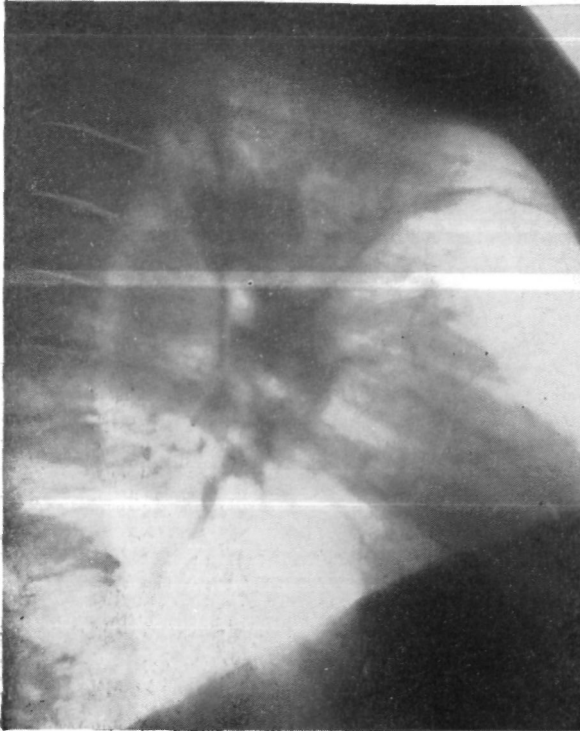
Тот же больной. Боковая рентгенограмма правого легкого. Гиповентиляция верхней доли.
